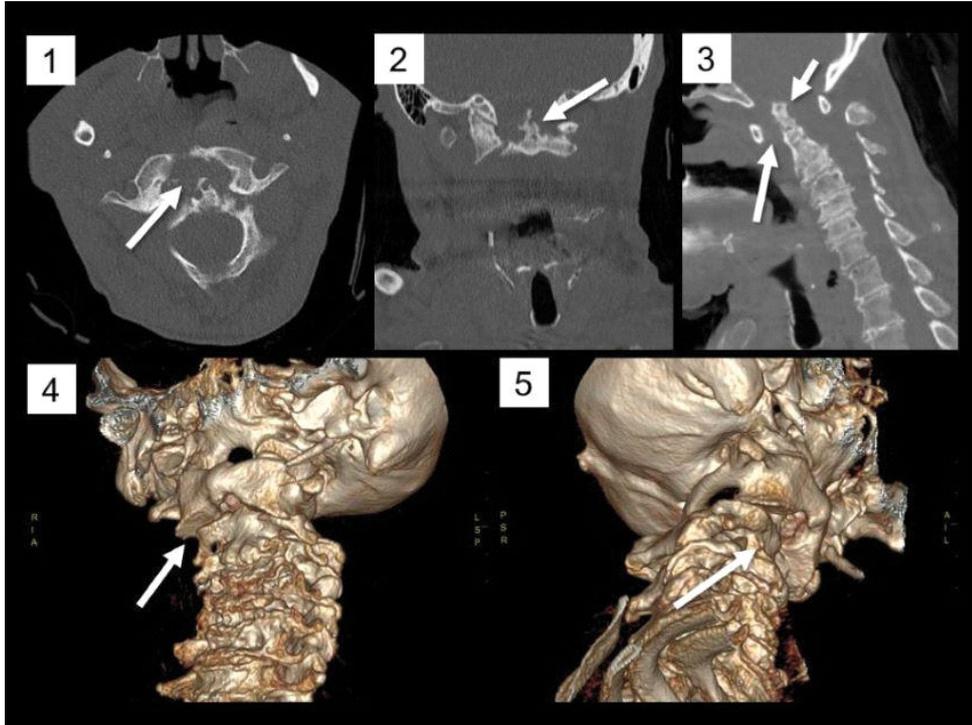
Disminución del espacio articular atlantoaxial mediana: Tomografía Computadorizada (TC) en flexión de la columna cervical. La distancia de la primera vértebra cervical (Atlas) hacia la segunda vértebra axis es mayor de 3 mm, comprobando una subluxación entre la porción anterior del arco de atlas y el diente del axis presente en pacientes con artritis reumatoide. Fuente: Autoral de la Investigación (2021).
